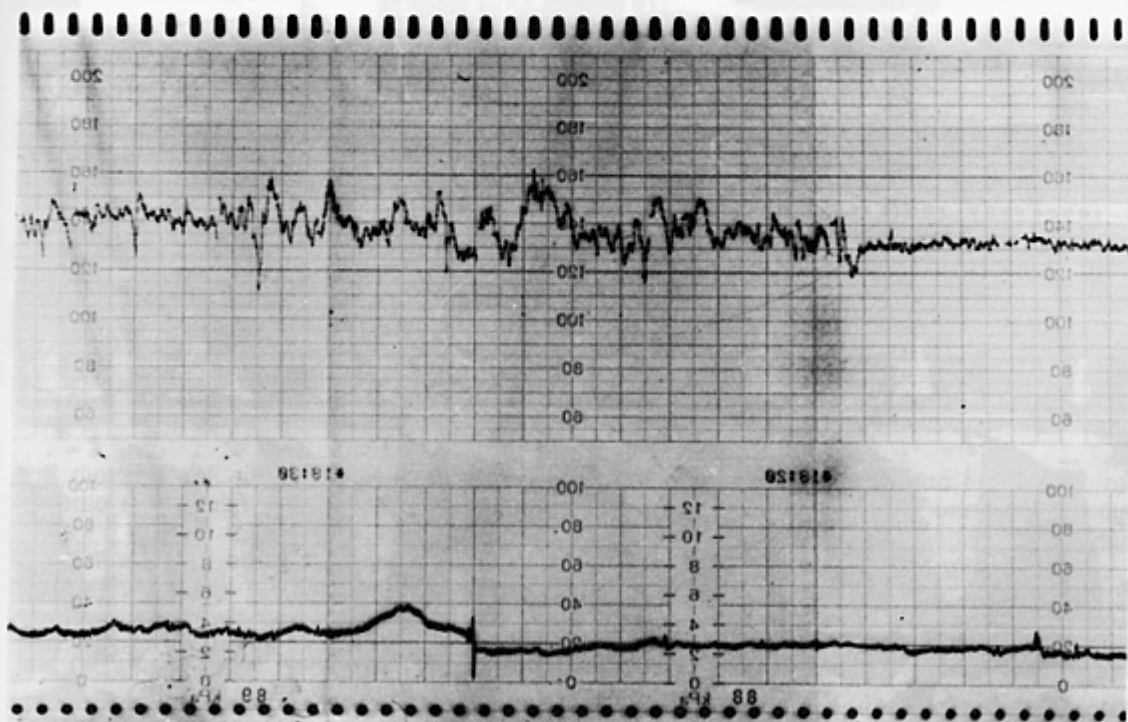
Il tracciato mostra nella prima fase un periodo di attività e nella seconda un periodo di quiete fetale. Il monitoraggio biofisico, eseguito controllando con l'ecografia contemporanea il feto, mostra nel primo periodo rapidi movimenti degli occhi.
